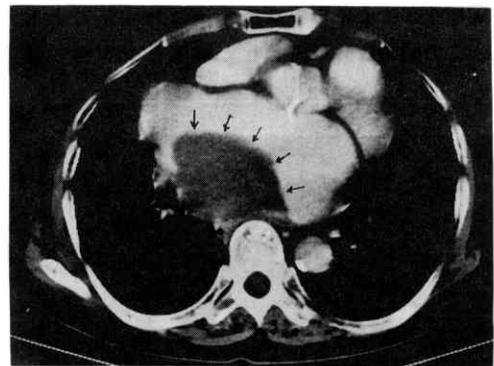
必臓のX線CT写真。拡大した左心房内に巨大な壁在血栓を認める。
